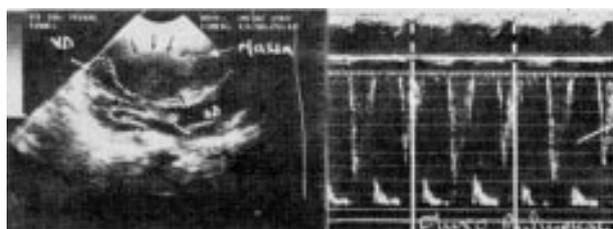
EcoDopplercardiograma do caso 1 identificando tumor intrapericárdico (setas) comprimindo a via de saída do ventrículo direito (VD) AD—átrio direito.
